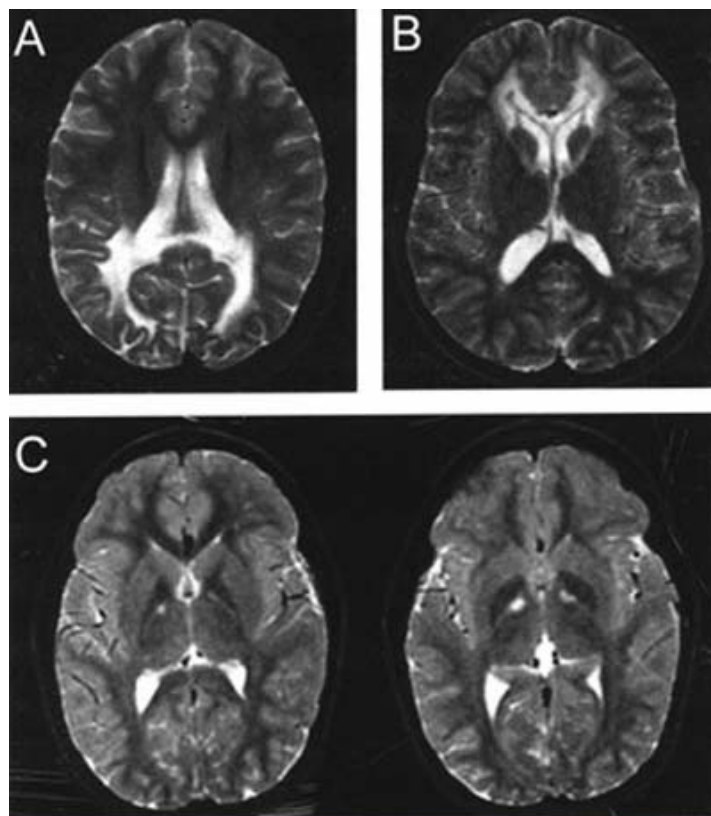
Aspect typique à l'IRM chez des patients atteints d'ALD.
